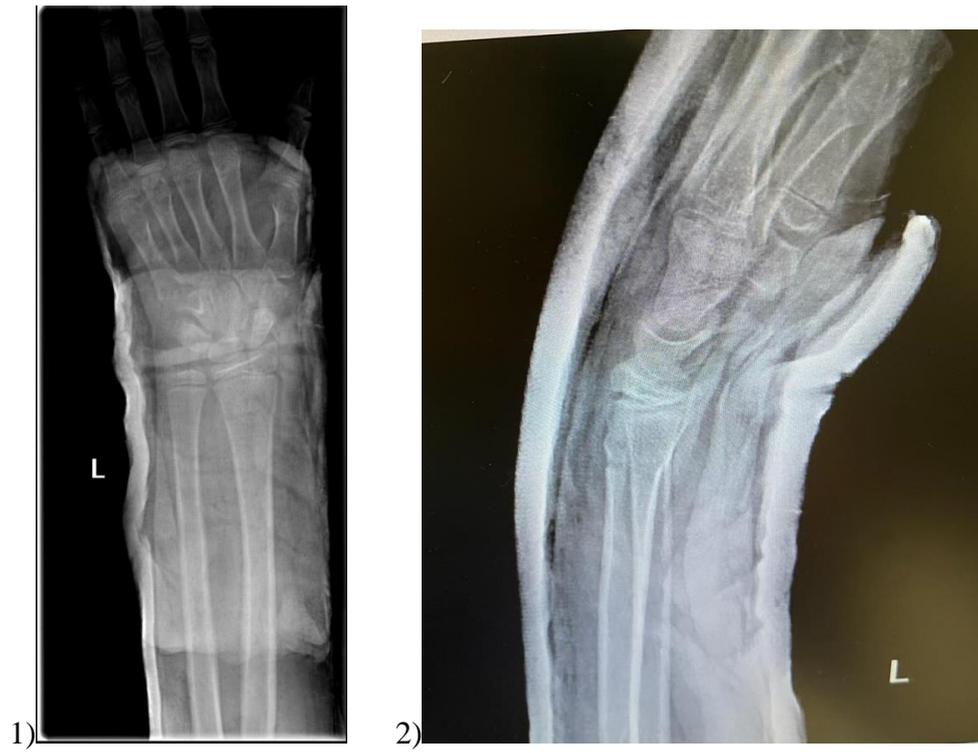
Caso 2. Radiografía de control
